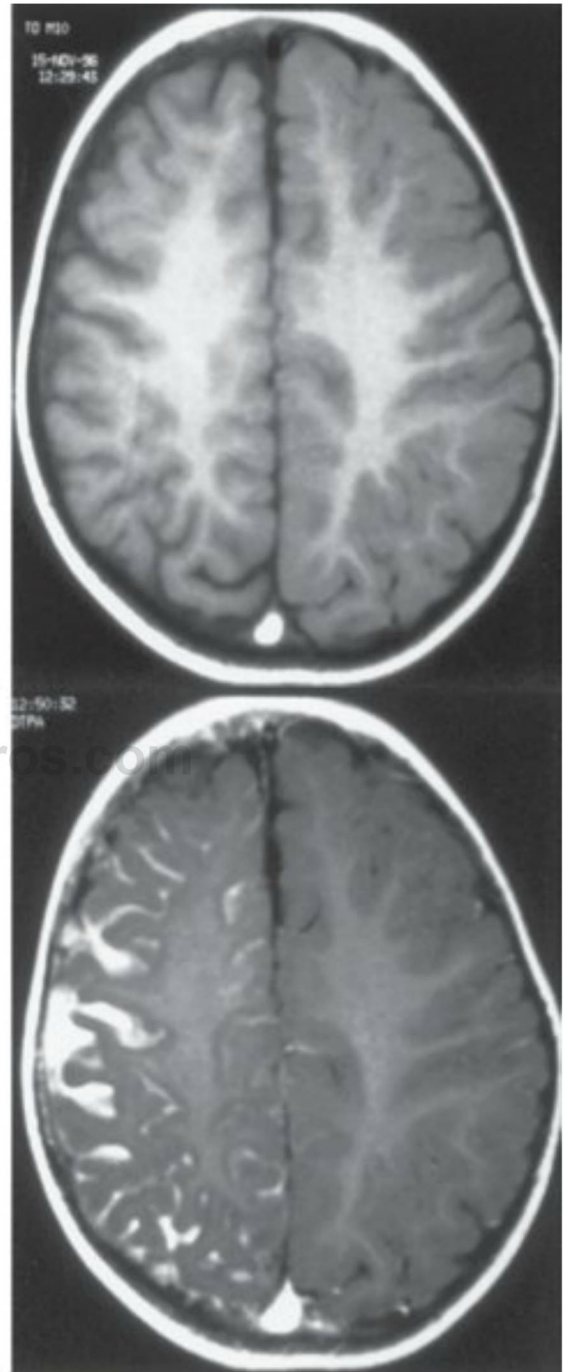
A, Estudio de imagen con RM en un niño con síndrome de Sturge-Weber; esta vista axial potenciada en T1, sin inyección de contraste, es normal. B, En la vista coronal con contraste con gadolinio, la RM revela un angioma leptomenígeo e intraparenquimatoso frontal izquierdo.
